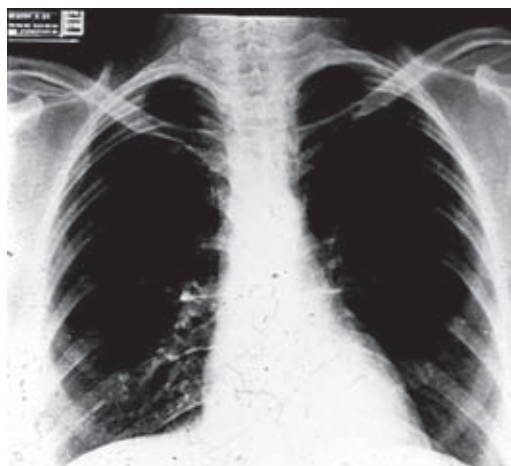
Telerradiografía de tórax.
